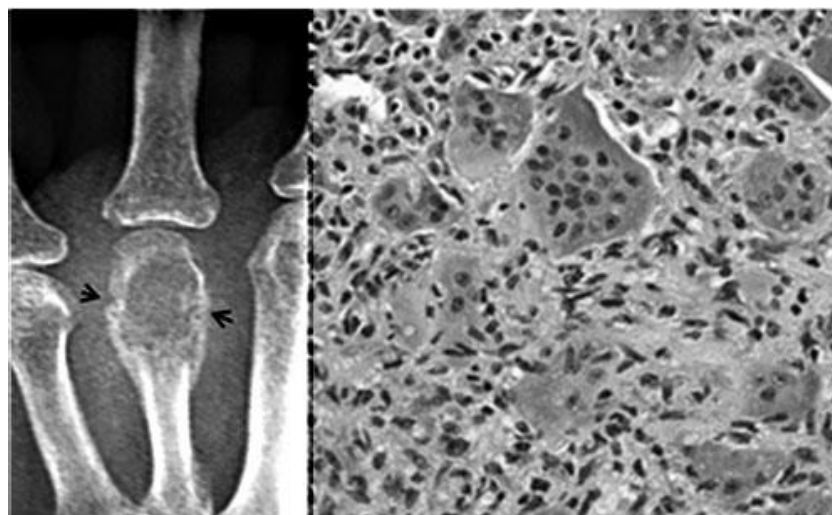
Гігантоклітинна пухлина дрібних кісток. Фрагмент рентгенограми III п'яної кістки в прямій проекції і мікрофото препарату – на відміну від попереднього зображення, наведено атипичну локалізацію пухлини у проксимальному метафізі з патологічним поперековим переломом (стрілки), який оточують нашарування окістя. На мікрофото визначаються характерні гігантські клітини (за Fletcher C.D.M., 2002).
